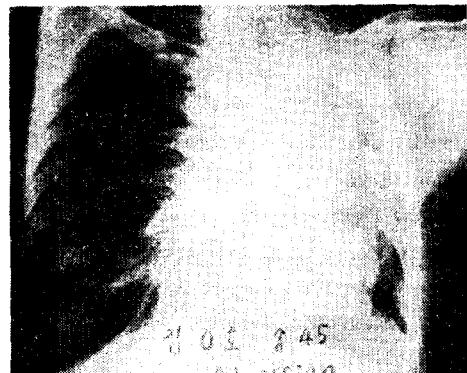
P-A chest X-Ray in Case 5.
